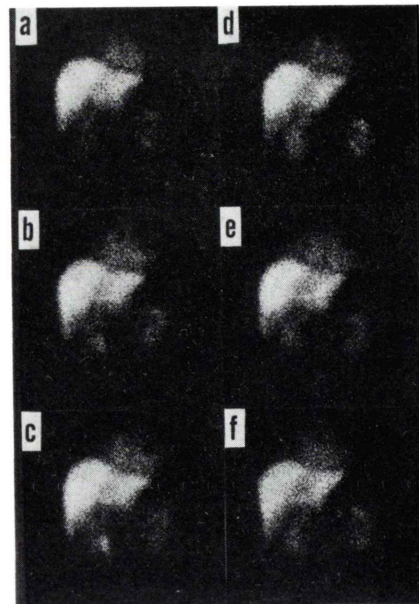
Serial hepatobiliary scintigrams in a patient with pancreatic cancer (Case 23) (a) 15 min., (b) 30 min., (c) 45 min., (d) 60 min., (e) 180 min., and (f) 300 min. after injection
